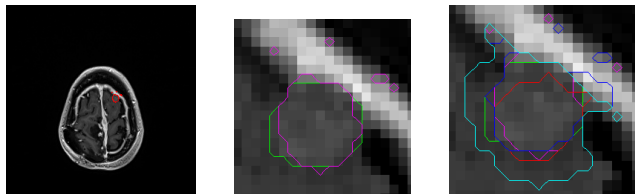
Segmentation obtenue en supprimant la zone la plus hyperintense du VOI : (a) contours de la segmentation donnant le meilleur résultat (segmentation guidée par la symétrie et normalisée entre 0 et 50), (b) superposition des contours de (a) et de la segmentation manuelle de la tumeur, (c) superposition du contour de la segmentation manuelle et de ceux obtenus en guidant la segmentation par des informations de symétrie provenant de l'IRM (version normalisée, $M=50$), par des informations d'intensité provenant de la TEP (version normalisée, $M=50$ et version sigmoïde, $M=50$) et sans aucune autre information ($\lambda=50$).
